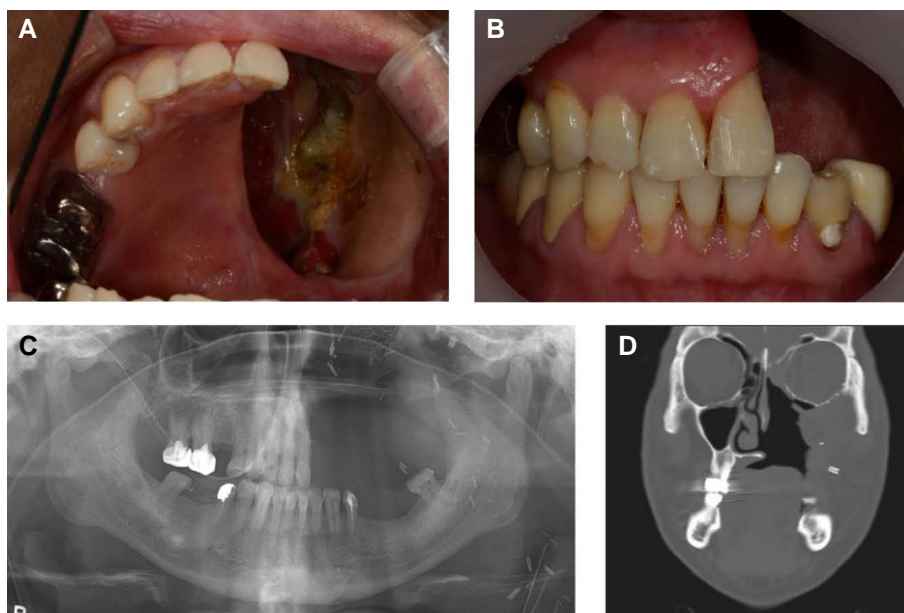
Initial photographs. (A) Intraoral maxillary occlusal view, (B) Frontal view, (C) Post-operative panoramic radiograph, (D) Post-operative CT image.
